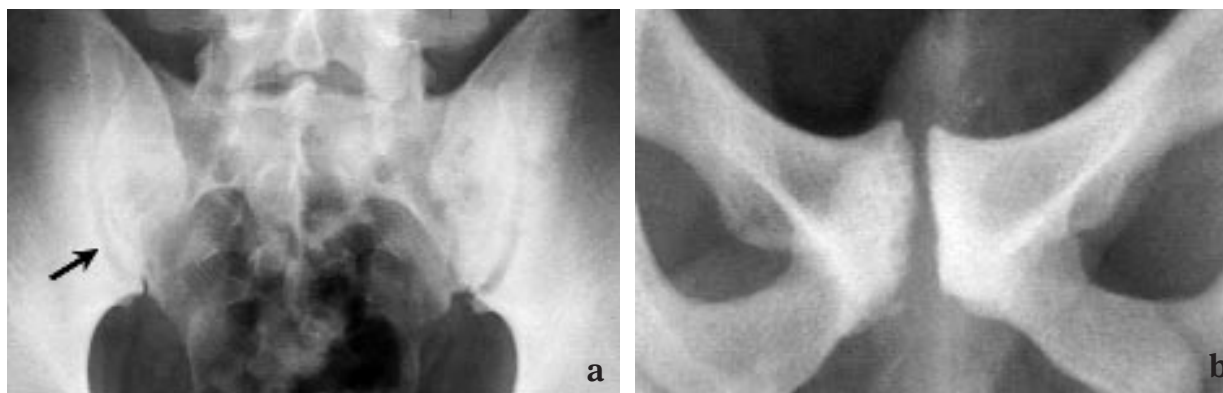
Radiographies d'un sujet très sportif :
